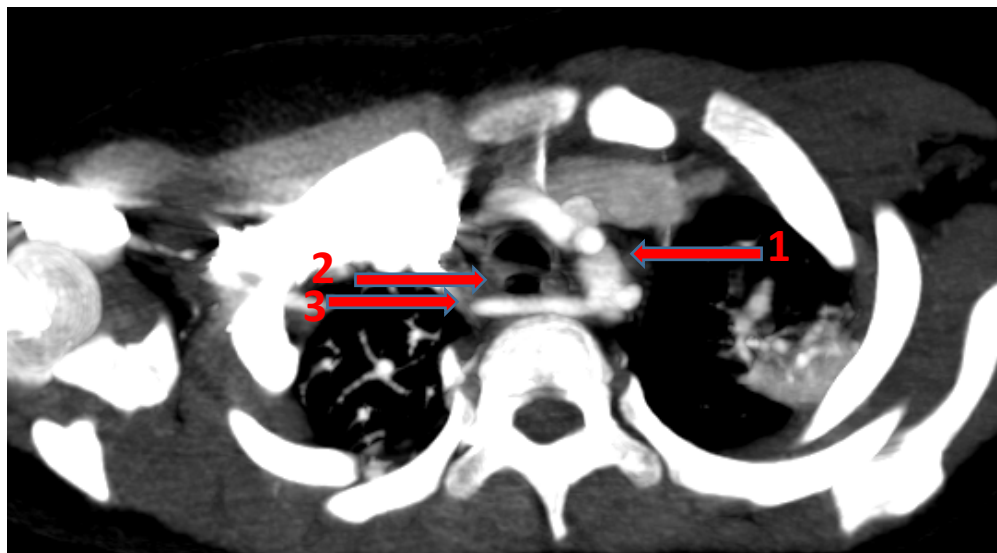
TDM thoracique, en coupe axiale, en reconstruction MIP : Arteria Lusoria (service de radiologie CHU Mohamed VI Marrakech).
